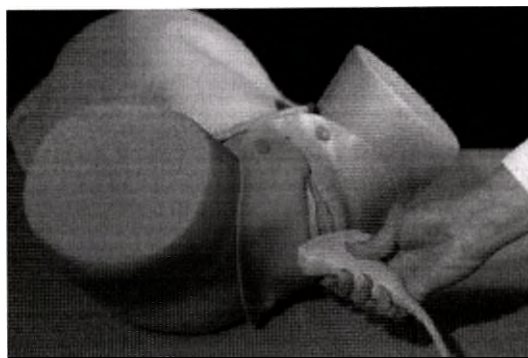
Position of the probe for the performance of transversal translabial ultrasound scans.
